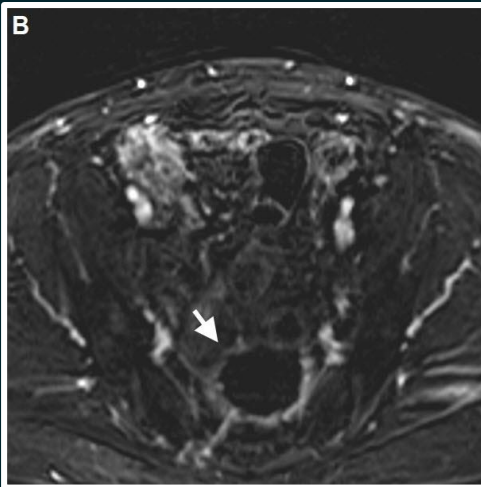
Mismo paciente que fig. 14. Crioblación por adenocarcinoma metastásico presacro doloroso. A) Abordaje trans-sacro (flecha), evitando foramen sacro (asterisco) y trans-glúteo (cabeza de flecha) con hidrodisección (flecha abierta) de vejiga (V) y recto (R). B) Control por Resonancia Magnética a los 2 meses postablación. Secuencia contrastada (sustracción) demuestra ausencia de realce de la lesión tratada (flecha), interpretada como tratamiento satisfactorio.
